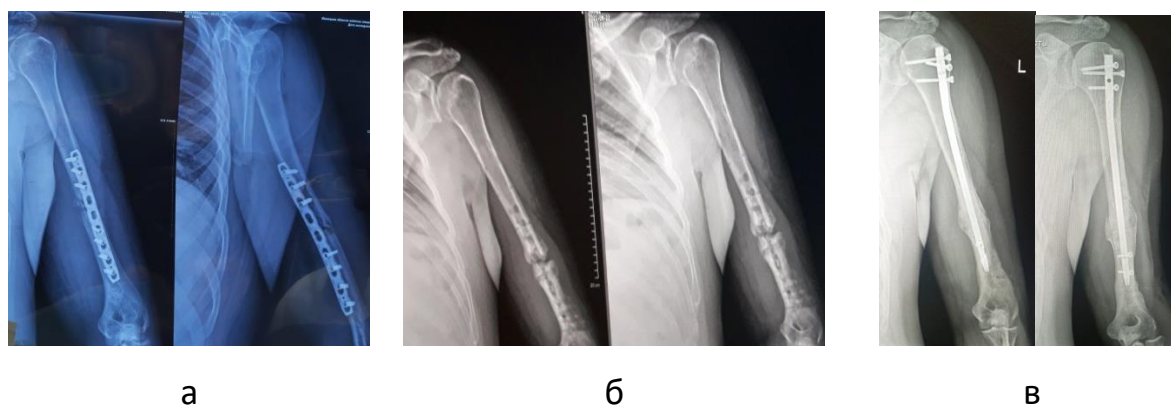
Рентгенограми хворого С., 37 років.
